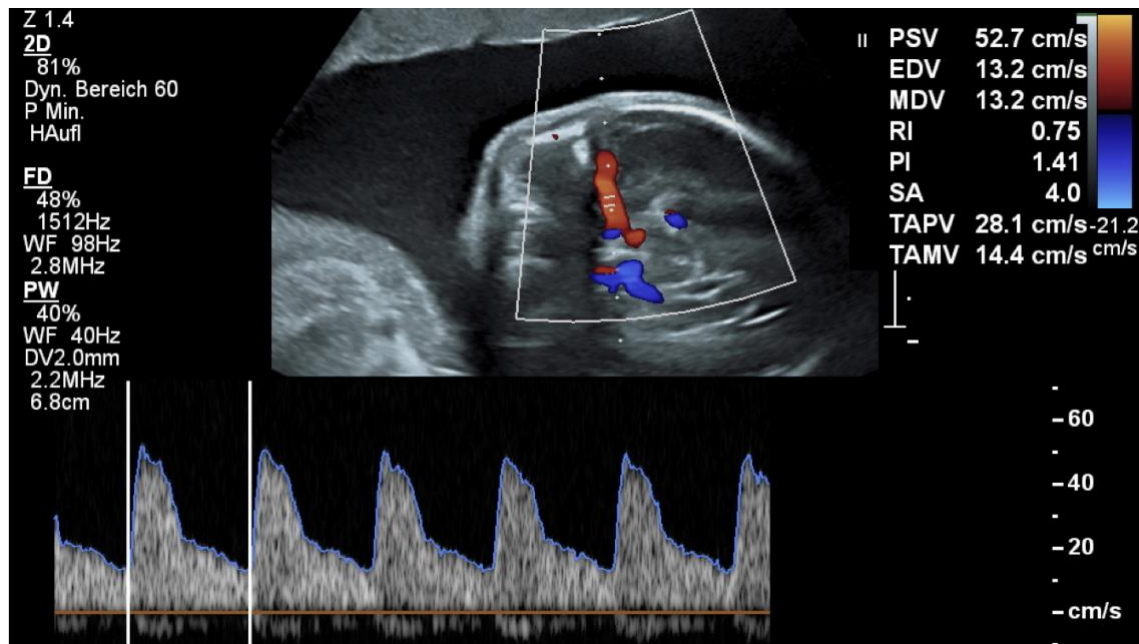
Dopplersonographie der Arteria cerebri media ohne pathologische Auffälligkeiten im 3. Trimester (anonymisierte Abbildung aus dem UKGM Gießen)
